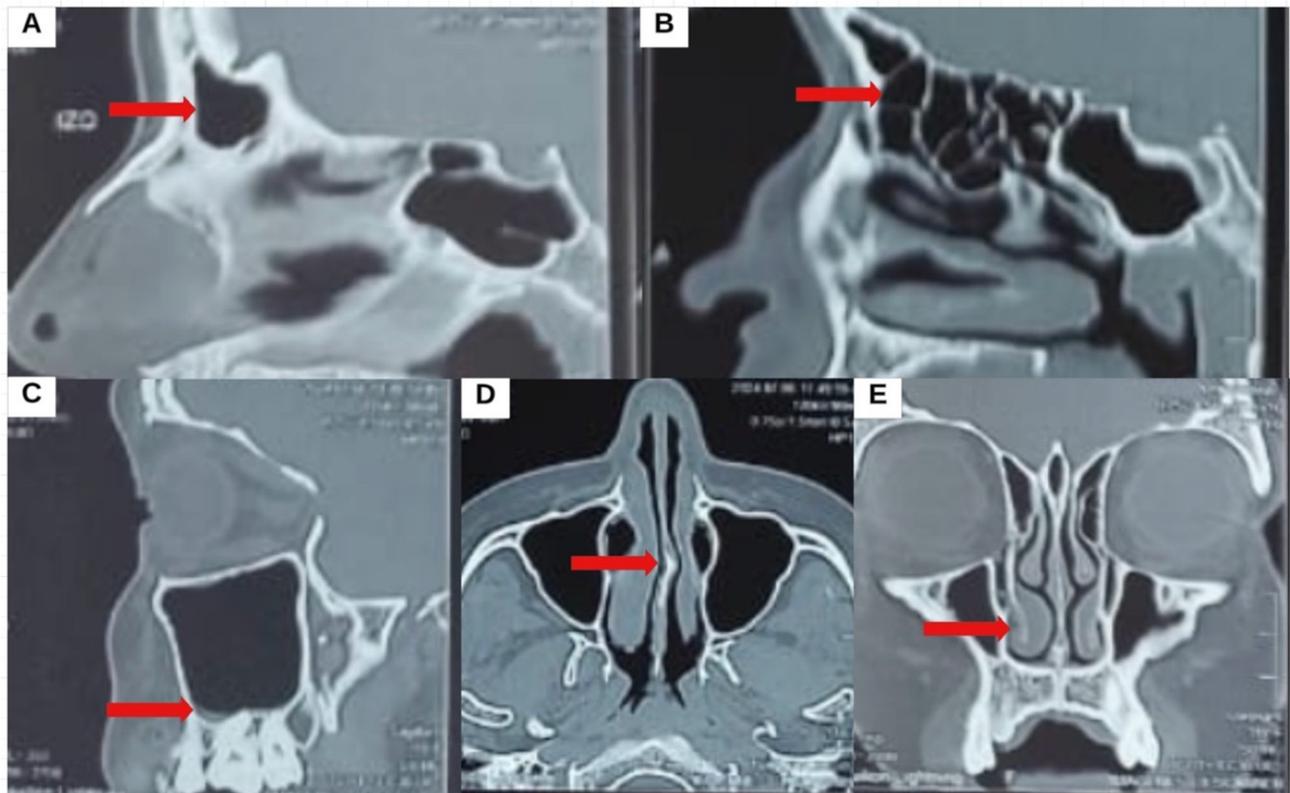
TAC multicorte de nariz y cavidades paranasales. Imagen A. Se evidencia hipoplasia de senos frontales con adecuada neumatización. Imagen B. Se observa engrosamiento de la mucosa de las celdillas etmoidales. Imagen C. Ligero engrosamiento de la mucosa de los senos maxilares. Imagen D. Evidencia desviación septal hacia la izquierda en área IV con formación de espolón óseo que contacta y desplaza el cornete inferior del mismo lado. Imagen E. Muestra hipertrofia del cornete inferior derecho.
